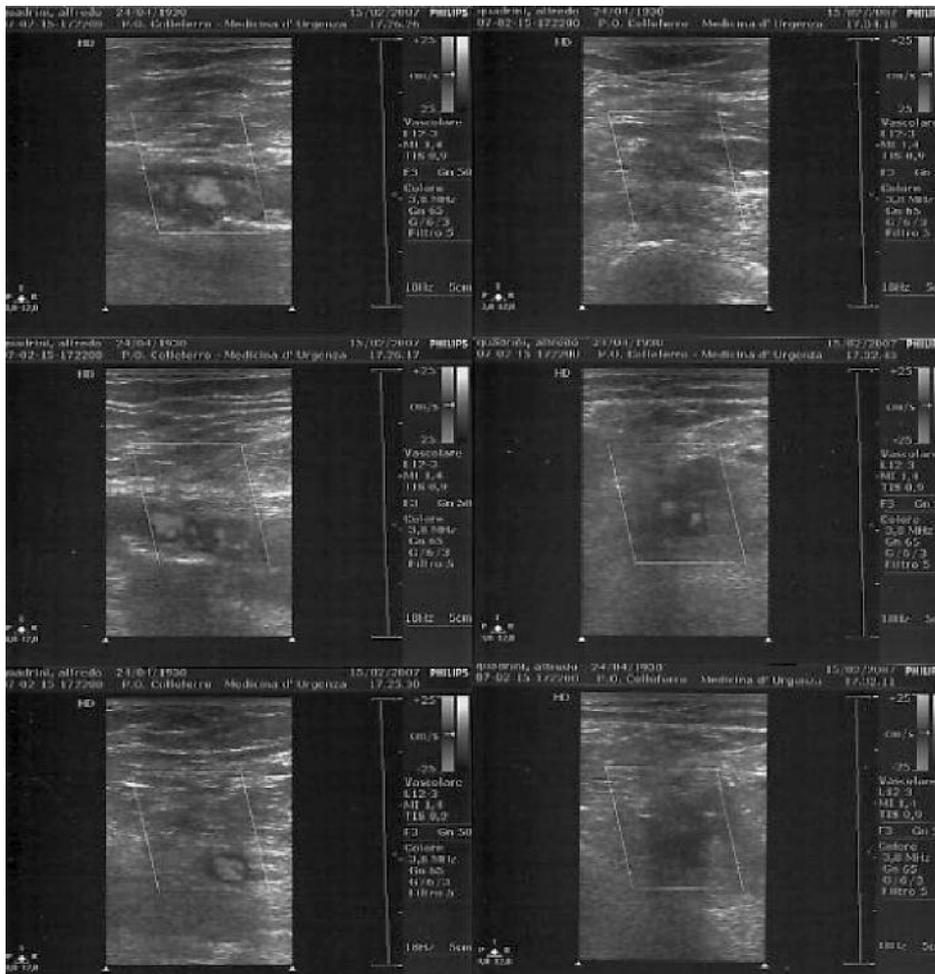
Caso clinico: A.Q., maschio di anni 77. sintomatologia di esordio: dolore arto inferiore destro dopo lunga camminata, in assenza di altre patologie concomitanti note. Esame obiettivo suggestivo di flebite. Ecodoppler eseguito in PS: regolare pervietà della arteria femorale, comune e superficiale, e della poplitea. Normosfigmia delle peroniere. Assenza di flusso venoso dalla femorale comune alla poplitea, che non risulta comprimibile dalla sonda (estesa colata trombotica interessante il sistema venoso profondo). Diagnosi "emergente" in regime di ricovero: adenocarcinoma del colon ascendente, in fase metastatica (liv. mtx), che progredisce a fase terminale dopo due mesi.
